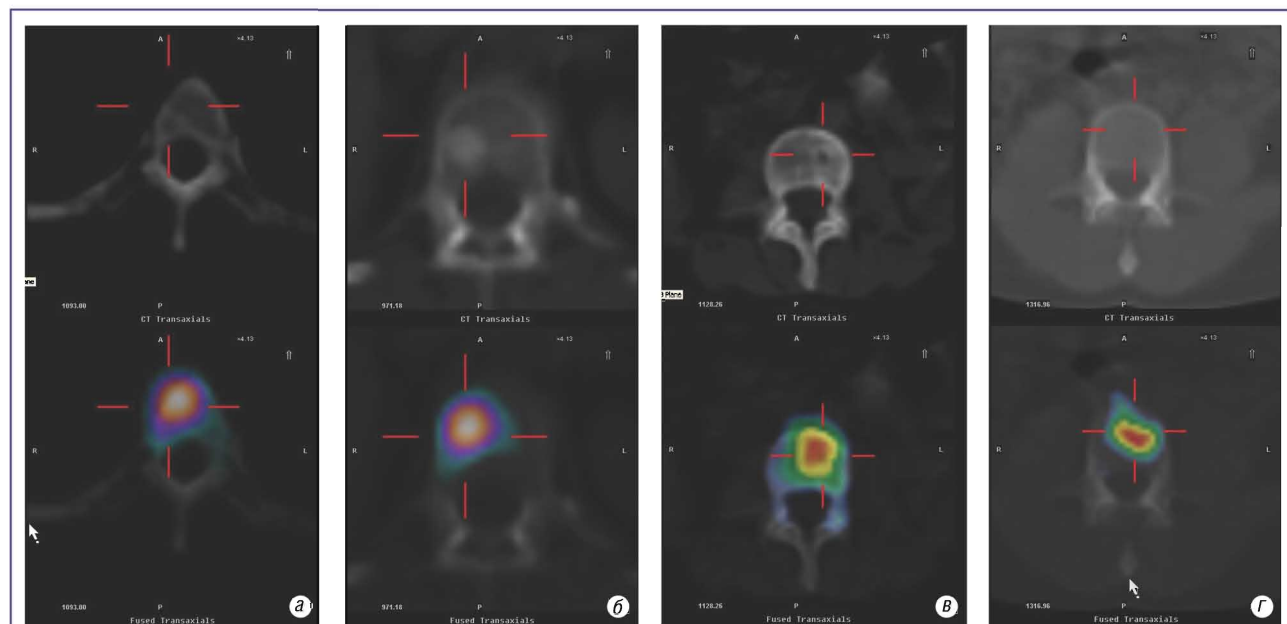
ОФЕКТ/КТ при злоякісному ураженні хребта (а — літичне вогнище; б — склеротичне вогнище; в — змішане вогнище і г — невизначене вогнище)
